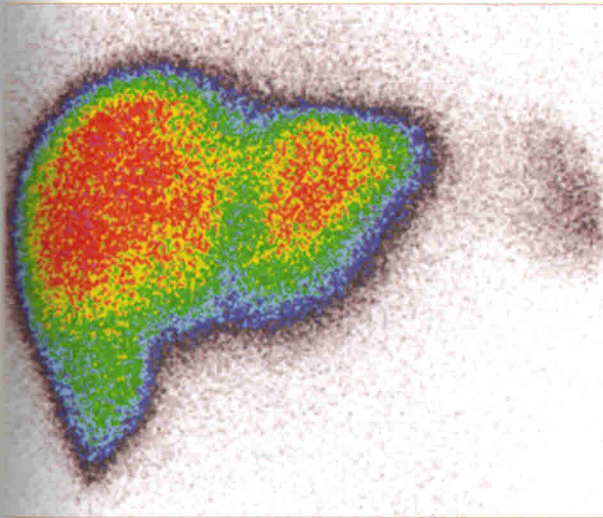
Хронический гепатит с начальными проявлениями цирроза печени. Полипозиционная сцинтиграфия печени с ^{99m}Tc — технефитом
